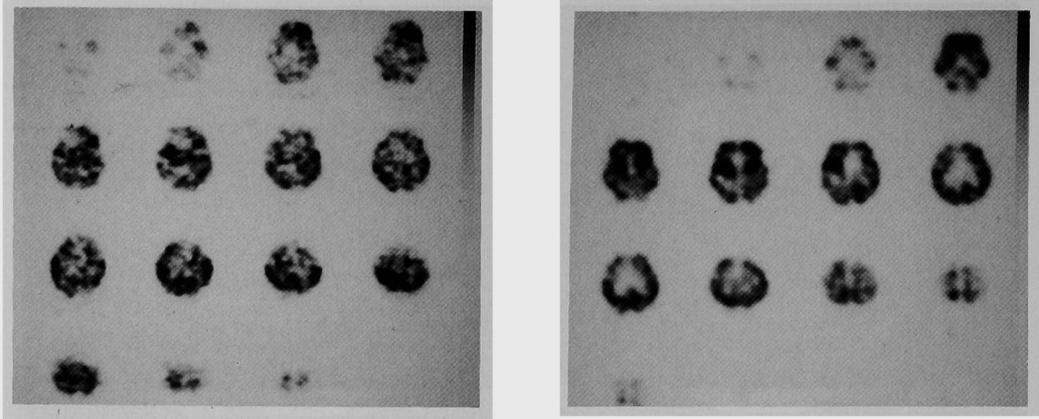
a (左), b (右) IMP脳SPECT・delayed image. aではdefectのまま, bではhyper perfusionのままとなっている。
